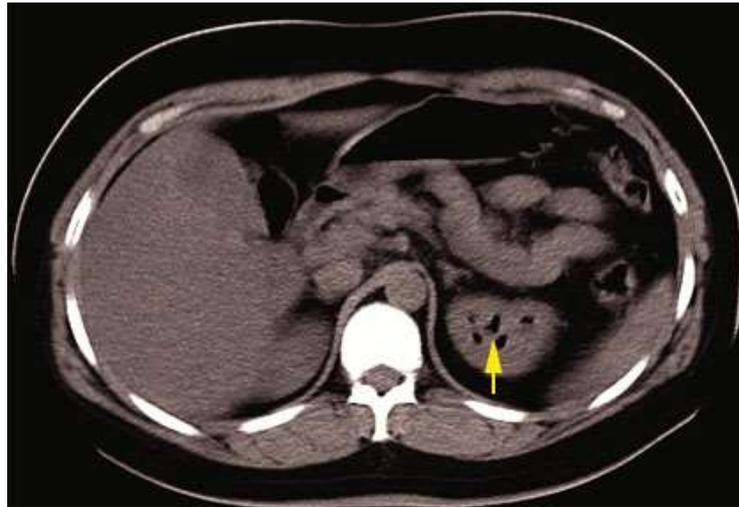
TAC Simple inicial. Imágenes hipodensas en proyección de cavidades renales con densidad aire.
